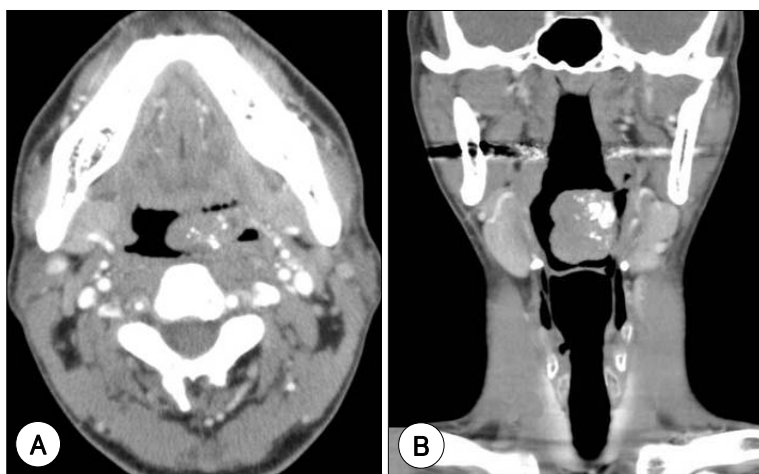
Preoperative enhanced computed tomography. Axial (A) and coronal (B) contrast enhanced images show a large well demarcated lesion of the left lateral oropharyngeal wall, which enclosed hyperdense structures suggestive of calcifications.
